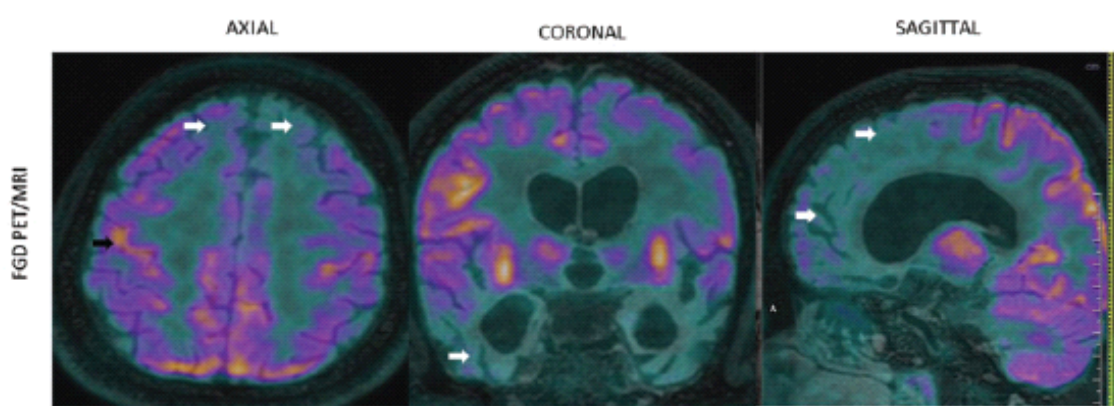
⁽³⁵⁾: demenza frontotemporale variante comportamentale (bvFTD) – l'immagine simultanea ^{18}F FDG-PET/FLAIR T2 RM mostra moderata atrofia corticale diffusa, moderata atrofia dei lobi frontali bilaterali e marcata atrofia dei lobi temporali anteriori (freccie bianche). Un moderato/severo ipometabolismo è evidente nei lobi fronto-temporali bilaterali, mentre è lieve nei lobi parietali. Non è coinvolta la corteccia motoria (freccia nera).
